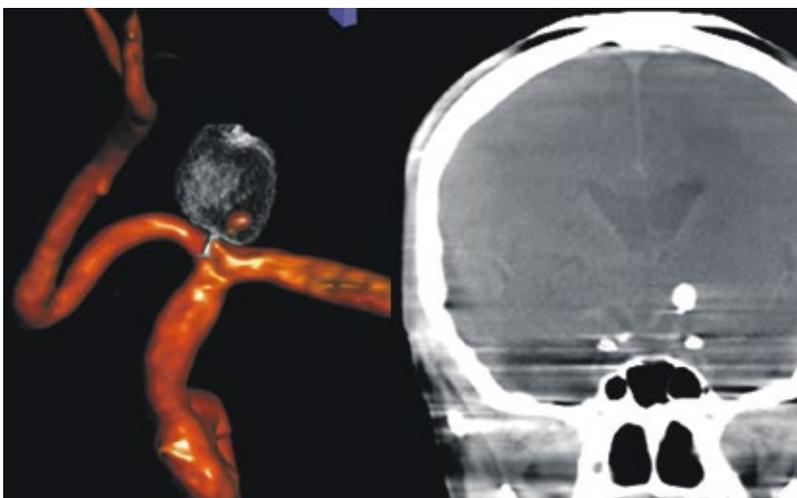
Akzeptable Artefakte im postprozeduralen Dyna-CT
